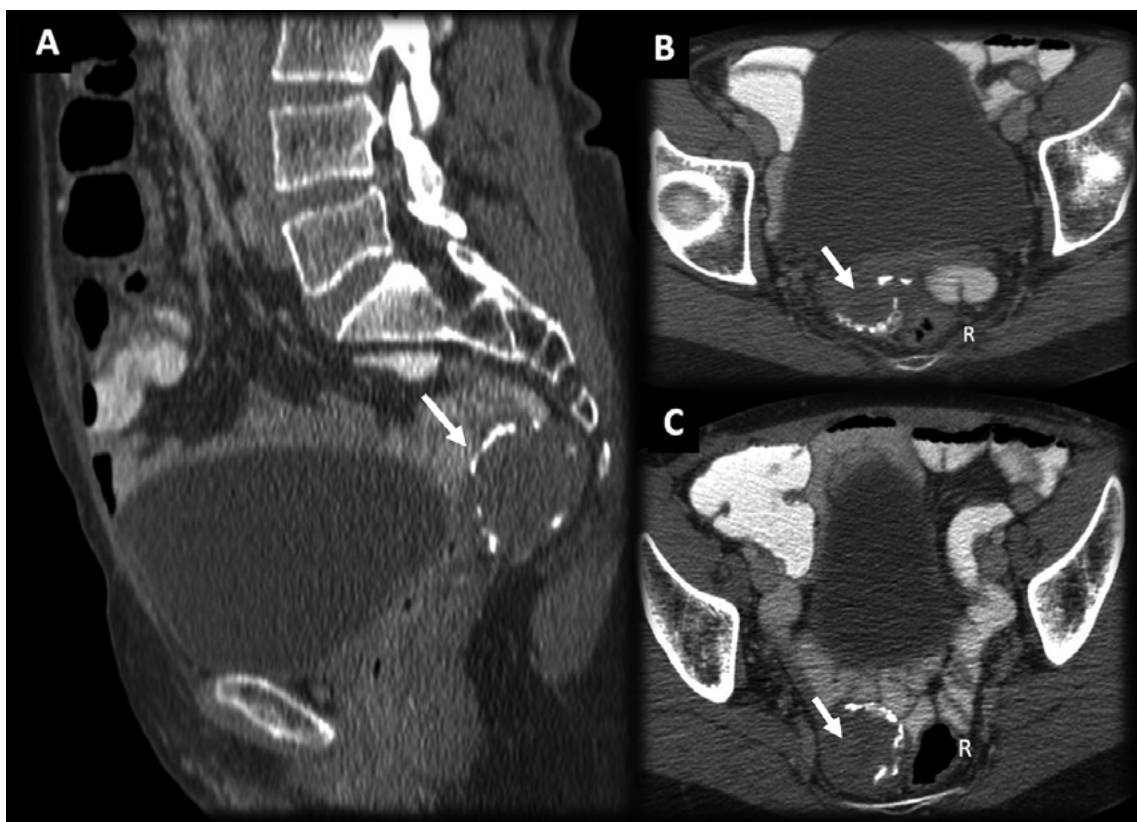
TC con medio de contraste. (A) MPR sagital, (B, C) cortes axiales. Mujer de 53 años con antecedentes de histerectomía hace 10 años consulta por dolor pélvico. TC MPR con contraste revela una masa pararectal derecha con calcificaciones murales y sin realce del contraste interno, compatible con una esponja retenida durante mucho tiempo que imita un tumor pélvico (flechas). R (recto).
